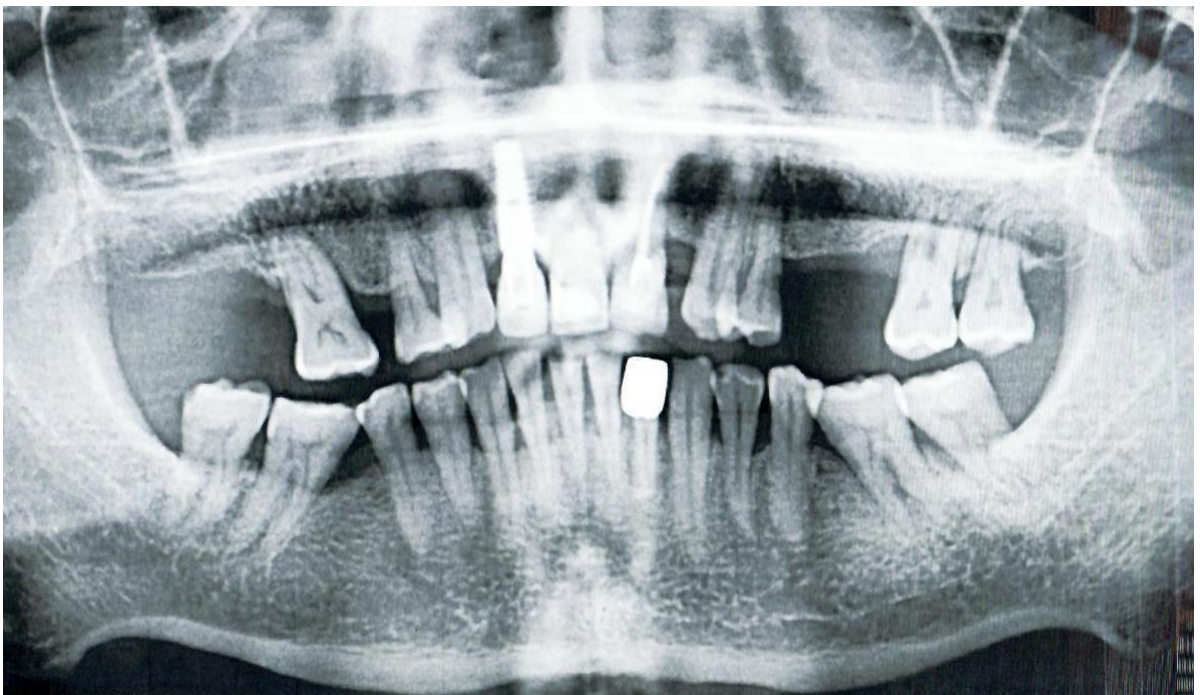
Ортопантомограмма пациента 2 группы
